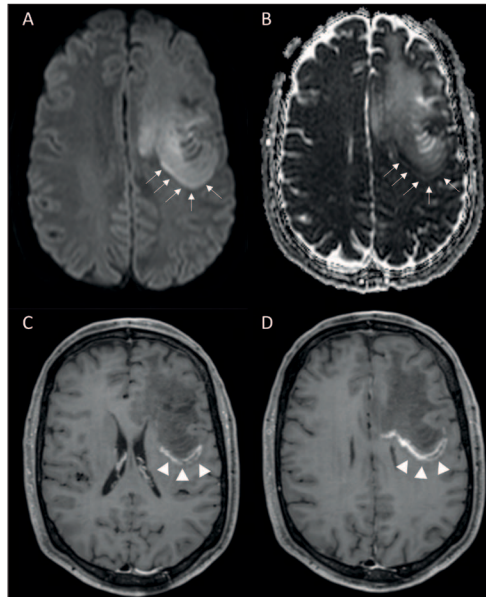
Axial DWI (A), ADC map (B) and post-contrast T1-weighted image (C and D) MRI scans showing peripheral true restricted-diffusion (bright signal-intensity on DWI - arrows on A; and hyposignal on ADC map - arrows on B), indicating high cellularity of the lesion; as well as peripheral contrast enhancement (arrows head on C and D), reflecting blood-brain barrier disruption. Both features are in consistency with high-grade malignancy and active demyelinating lesion.
